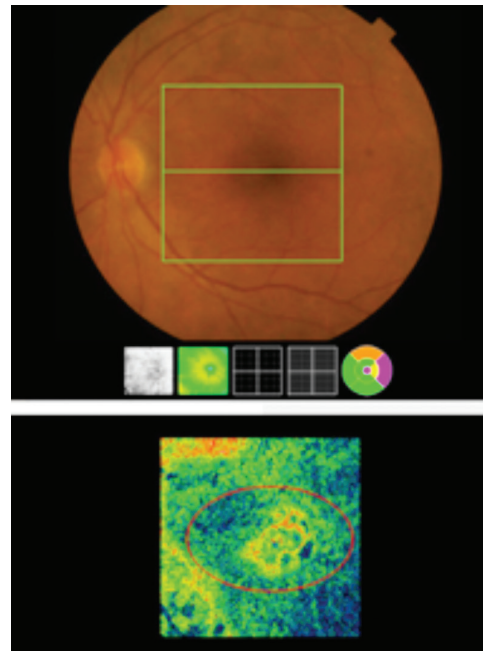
B-scan spektral domain optik koherens tomografi, retina pigment epitel tabakasında kabarıkliklar ve düzensizlikler, hiperreflektif Bruch's membranı, iki tabaka arasında orta reflektivitede materyal (çift tabaka belirtisi), sessiz ve asemptomatik tip 1 neovaskülarizasyon
